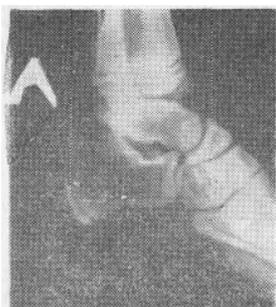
Рентгенограмма после оперативного лечения левосторонней косолапости (объяснения в тексте).
